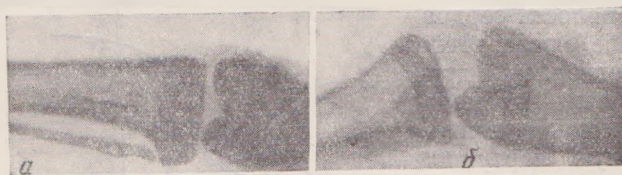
Рентгенограмма области коленного сустава экспериментального животного при воздействии на голень контрольного груза (200 г).
